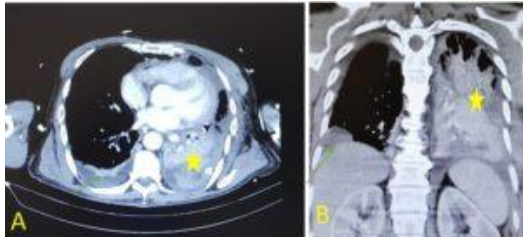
y 4B: Imágenes de TC torácico donde se aprecia el empiema pleural de predominio izquierdo (estrella) y neumonía basal derecha (flecha).
